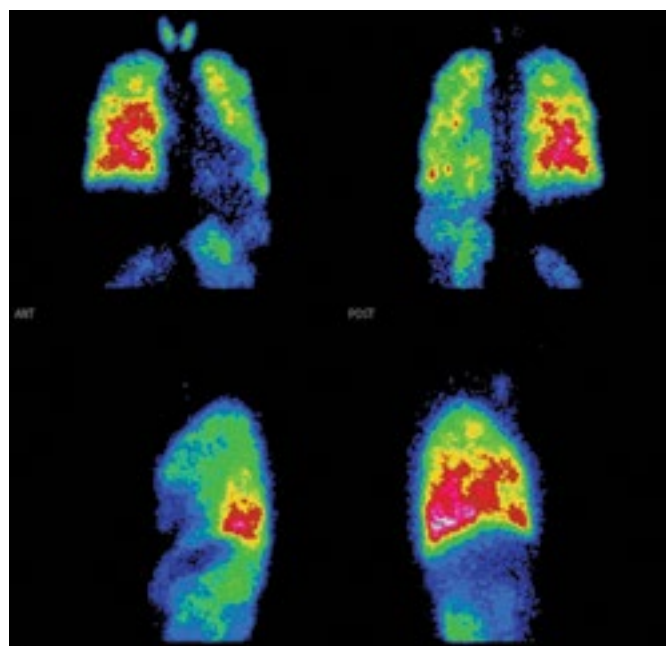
Перфузионная сцинтиграмма пациента с идиопатической лёгочной гипертензией
